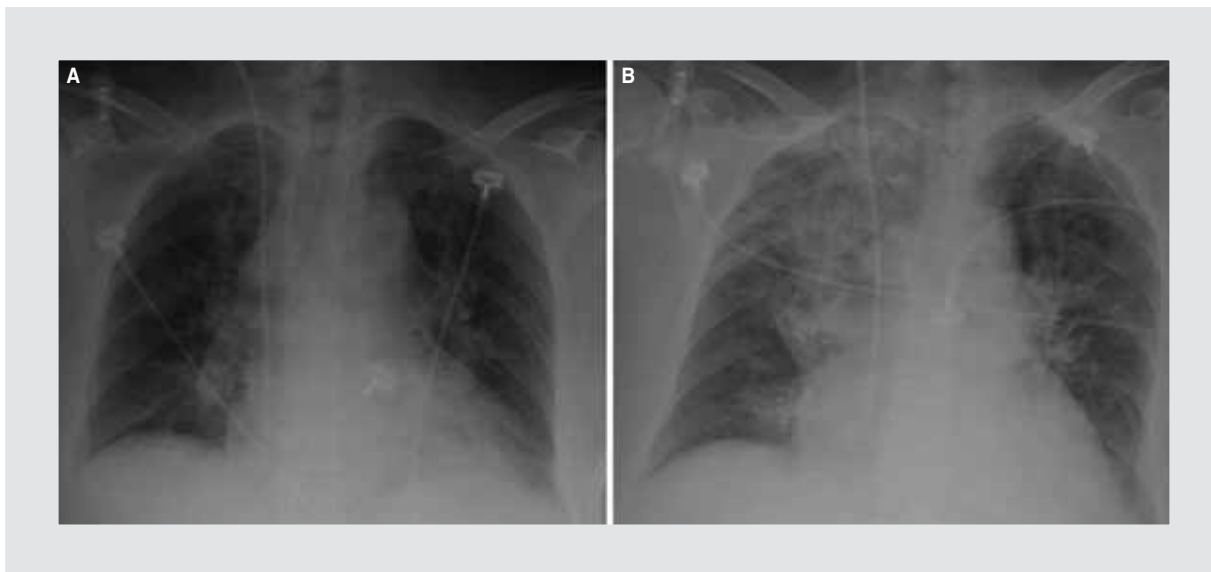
A: radiografía simple de tórax al ingreso a la UTI sin evidencia de infiltrados. B: radiografía simple de tórax posterior a bacteriemias donde se observa infiltrado alveolar apical, basal derecho y parahiliar izquierdo.
